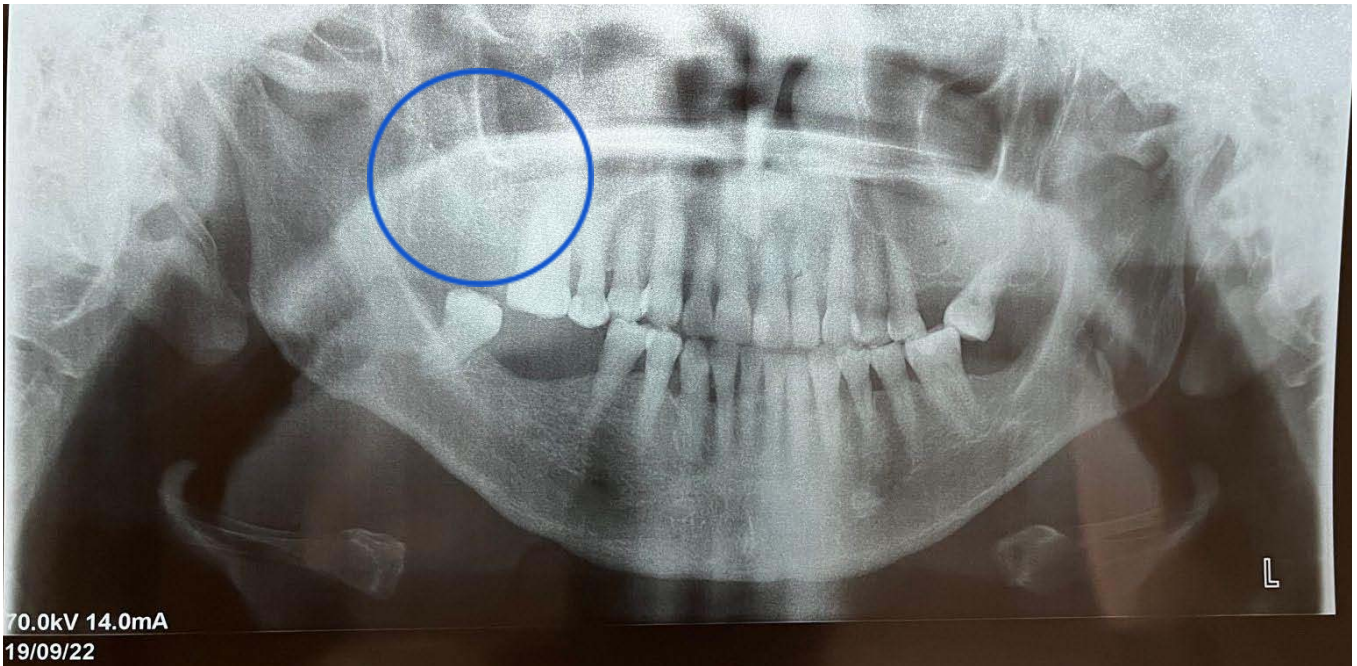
Ortopantomografía, se observa obliteración de tejido óseo, sin imágenes que llamen la atención. Imagen tomada de C.M.F Sergio Soto Góngora.
